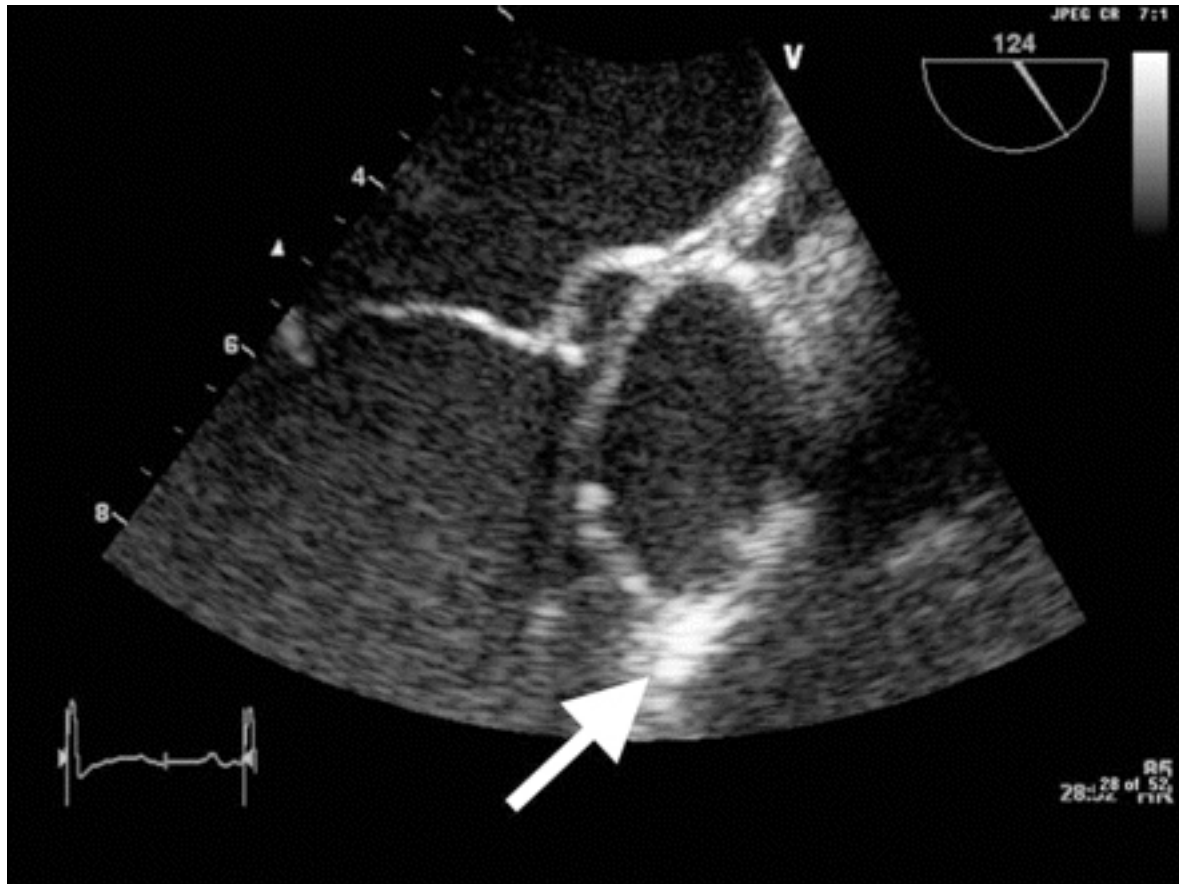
Imagem de uma ecocardiografia transesofágica. A seta branca indica vegetação na valva aórtica do paciente
